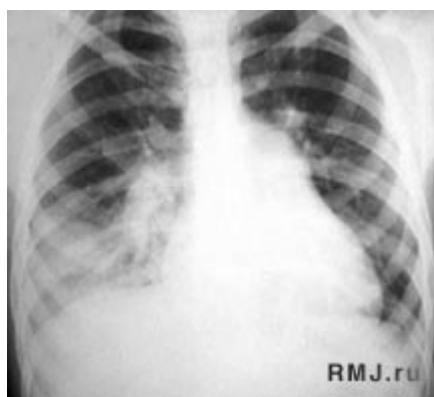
Рентгенологическая картина АП нижней доли правого легкого у мужчины 18 лет, возникшей после аспирации во время алкогольного опьянения (изменение тени сердца связано с врожденным пороком сердца).
